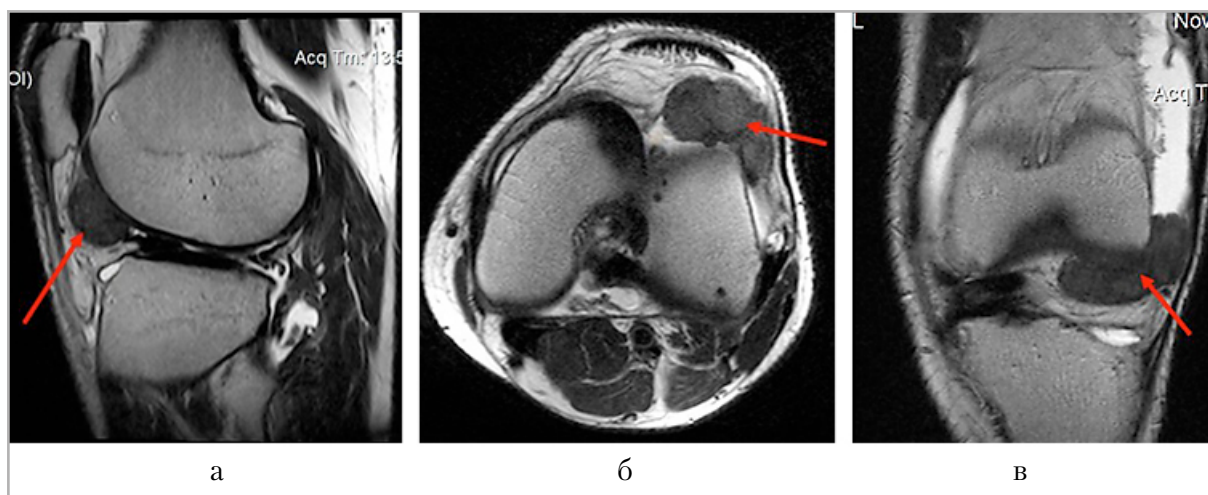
МР-томограммы, T2 ВИ, левого коленного сустава мужчины 26 лет: *а* — сагиттальная плоскость; *б* — аксиальная плоскость; *в* — корональная плоскость. *Стрелками* показано новообразование в полости сустава
